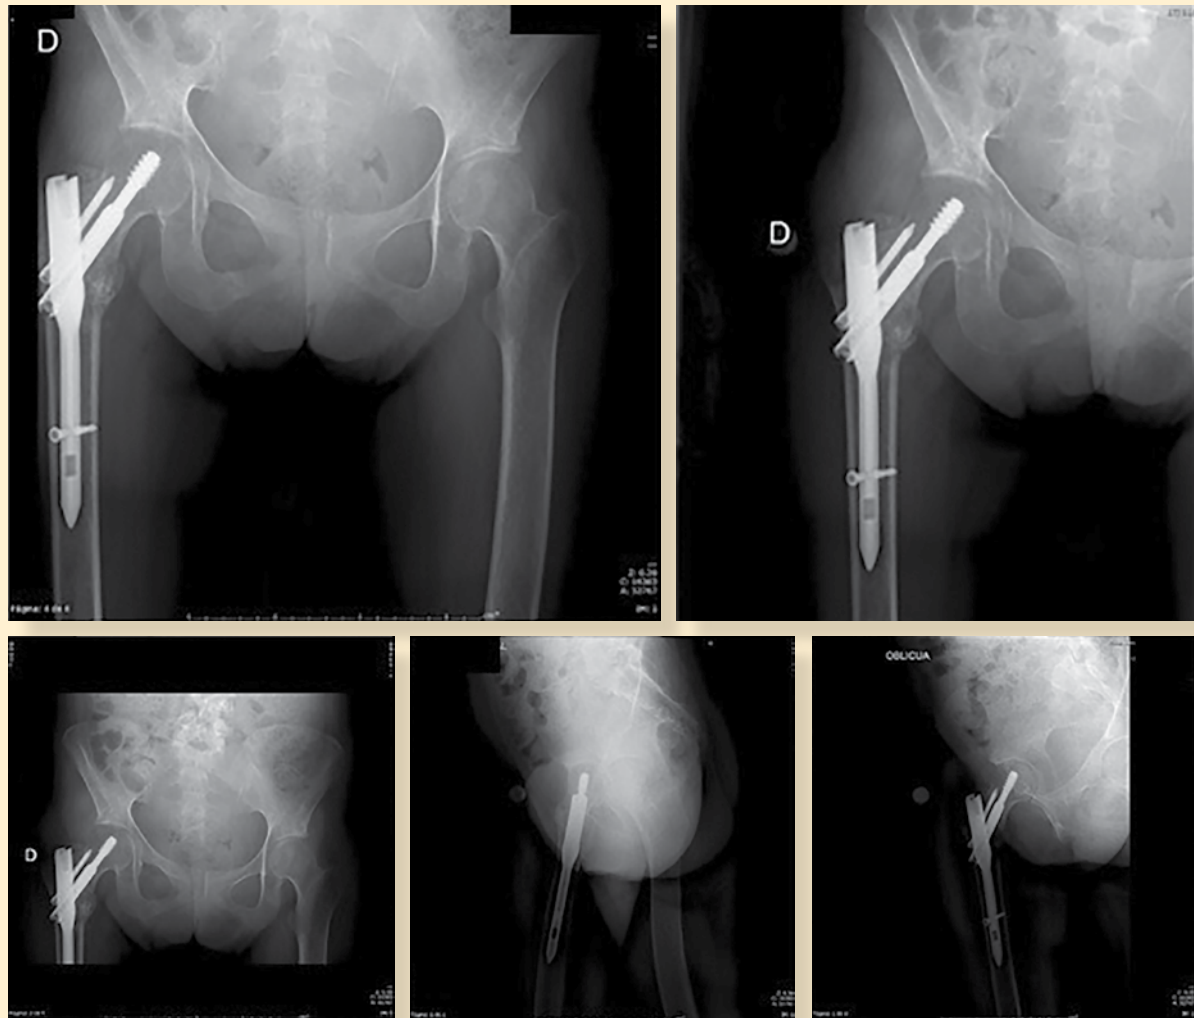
Radiografías de 1 mes y medio posterior a la cirugía. No se observan datos de aflojamiento, la fractura continúa reducida y se observan datos de consolidación (17/11/17).
